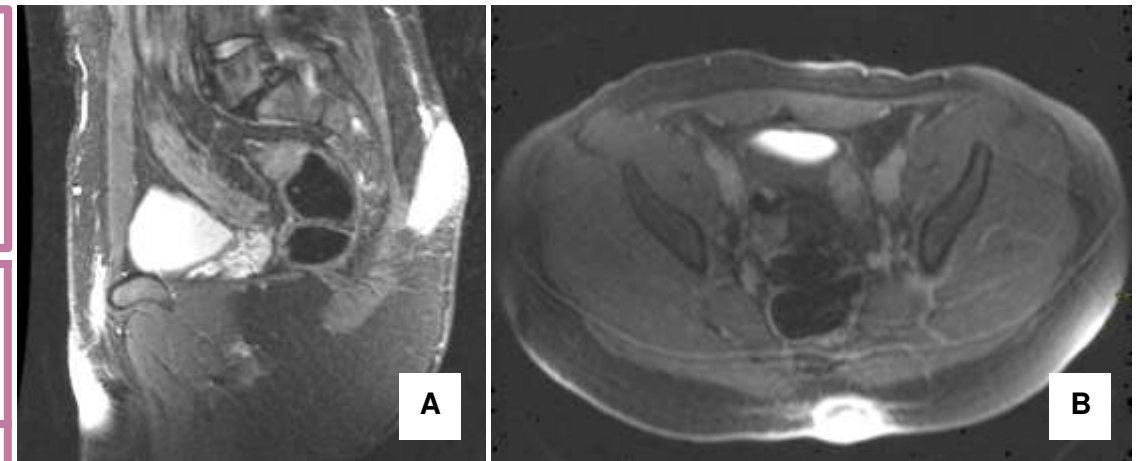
RM de recto: corte sagital potenciado en T2 STIR (A) y axial poscontraste (B) en paciente con bulto doloroso en parte baja de la espalda. Se observa una colección alargada en la línea media de la región posterior del sacro que comunica con la piel. Tiene realce precoz poscontraste. Hallazgo compatible con sinus pilonidal infectado.
